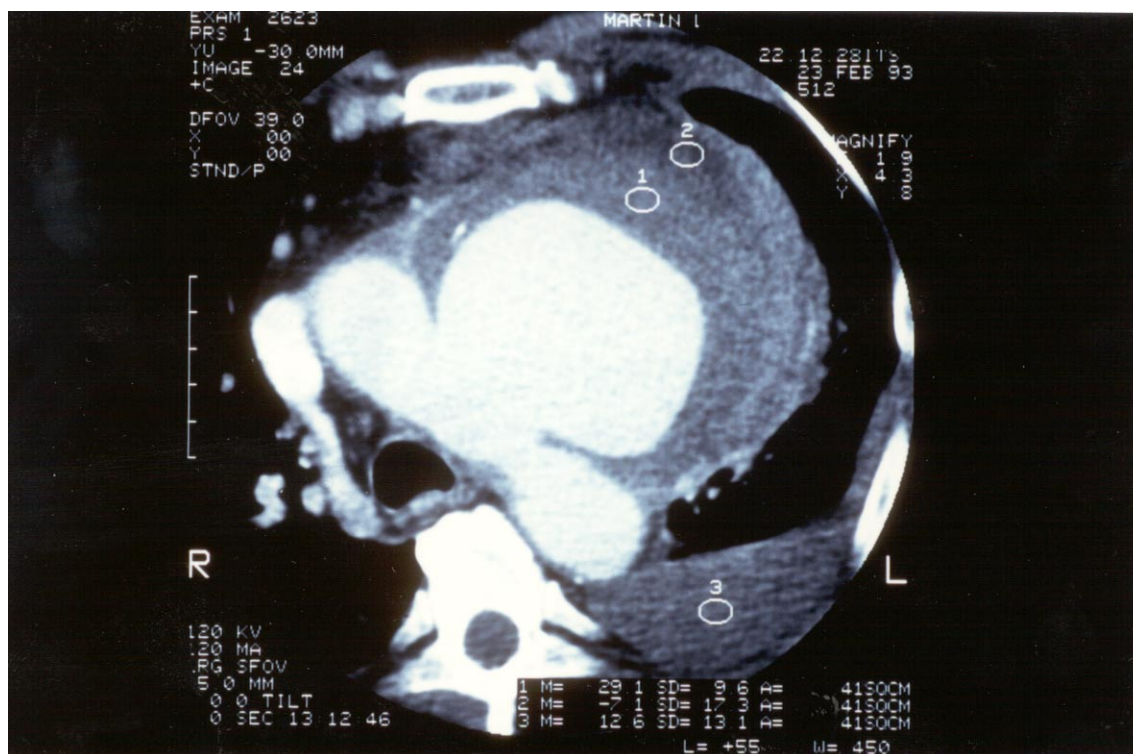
Computertomographie eines sacculären Aortenbogenaneurysmas bei Patient Nr. 6.
